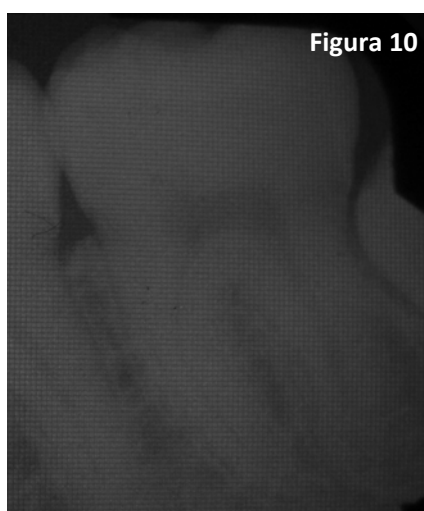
Radiografía previa a la exodoncia del tercer molar. Los puntos representan la distancia entre la cresta ósea y el LAC del segundo molar.
